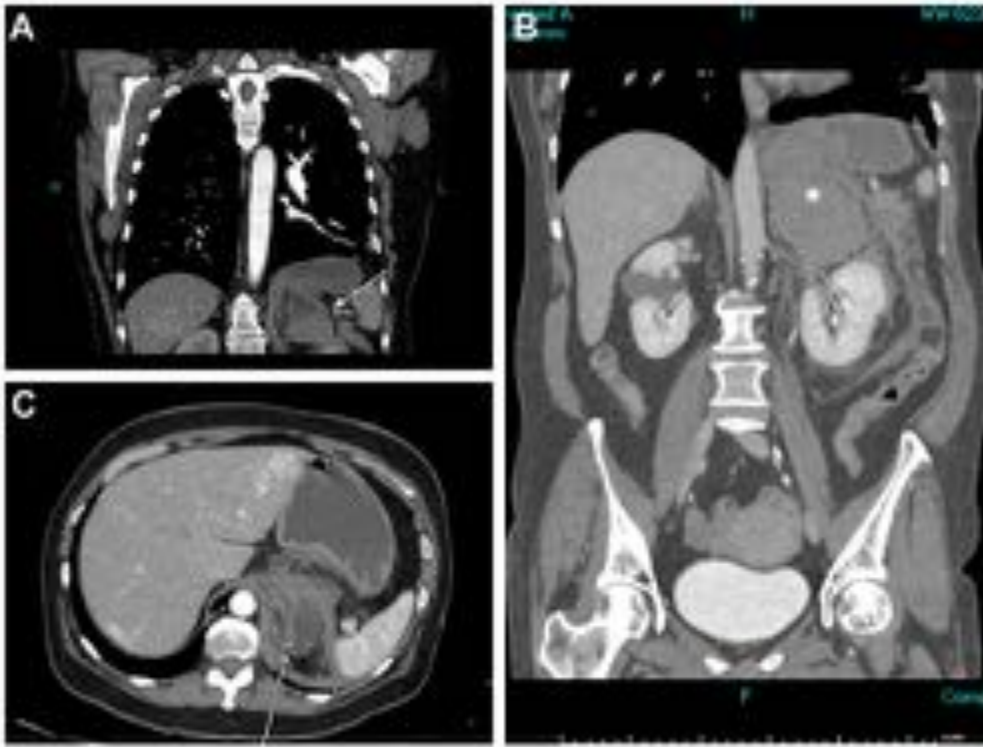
Patología intraabdominal. Imágenes de TC de tórax (A) y TC abdomen complementario (B y C) que demuestra una lesión heterogénea, con áreas de baja densidad, en suprarrenal izquierda, (estrella) que asocia voluminosa colección hemática con dos focos milimétricos de sangrado activo (flechas).
